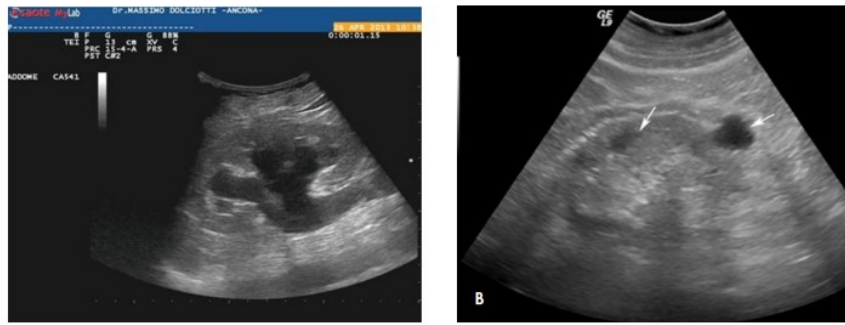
A sinistra ecografia renale in cui si può osservare la dilatazione dell'uretere, a destra rene con cisti. [17-15]
